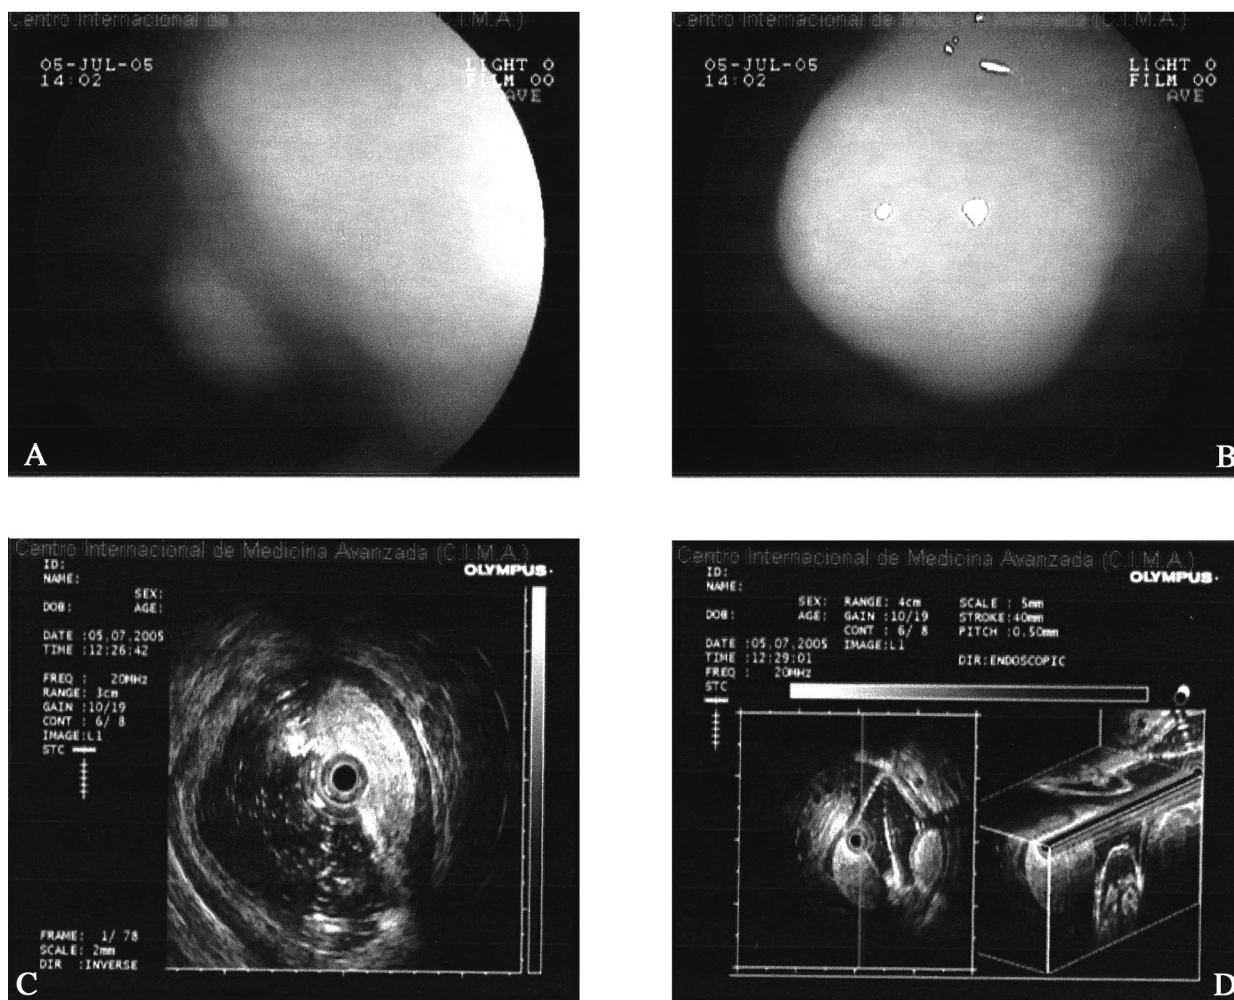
(A y B) Lesión submucosa antral de 10 mm, (C) sobre la que se practica ecoendoscopia radial con MS de 20 MHz visualizando imagen ecogénica situada en la submucosa con muscular propia indemne, compatible con fibrolipoma, (D) que se ve mucho mejor en la ultrasonografía tridimensional.
